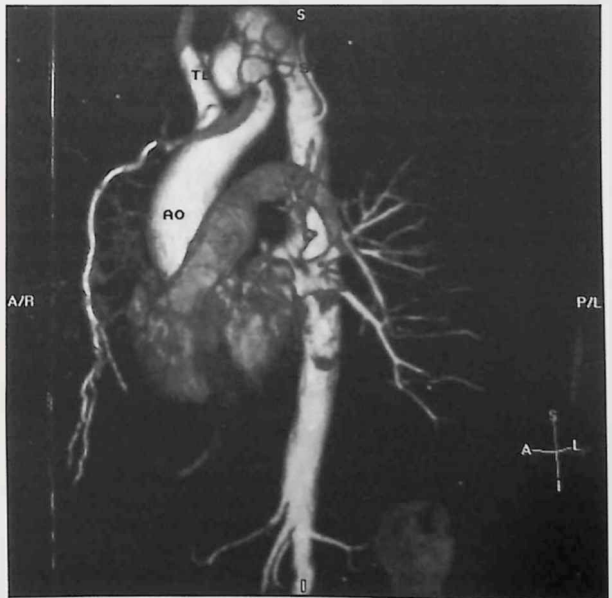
Angioresonancia magnética. Reconstrucción volumétrica (3D). Aorta toracoabdominal con reducción del calibre en cayado, después de la salida del tronco braquiocéfálico derecho con varias formaciones aneurismáticas. Origen anómalo de subclavia izquierda en aorta descendente. Arteria subclavia y vertebral izquierdas de reducido calibre. AO: aorta. TB: tronco braquiocéfálico. SI: subclavia izquierda
